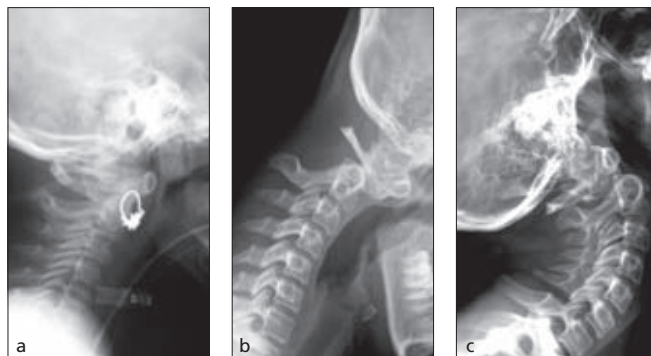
a: 5a, Distorsion der HWS bei PKW-Unfall und leichtes Schädel-Hirn-Trauma, Röntgenbeurteilung negativ, anschließend beschwerdefrei. 1.1.b: neuerliche HWS-Distorsion bei PKW-Unfall 6 Jahre später. Im seitlichen Bild fehlt der Dens axis, der Atlas ist nach ventral gerutscht. 1.1.c: In der Deflexionsaufnahme steht der ventrale Atlasbogen über dem Axiskörper. Die ventro-dorsale Instabilität C_{1/2} ist stark ausgeprägt
